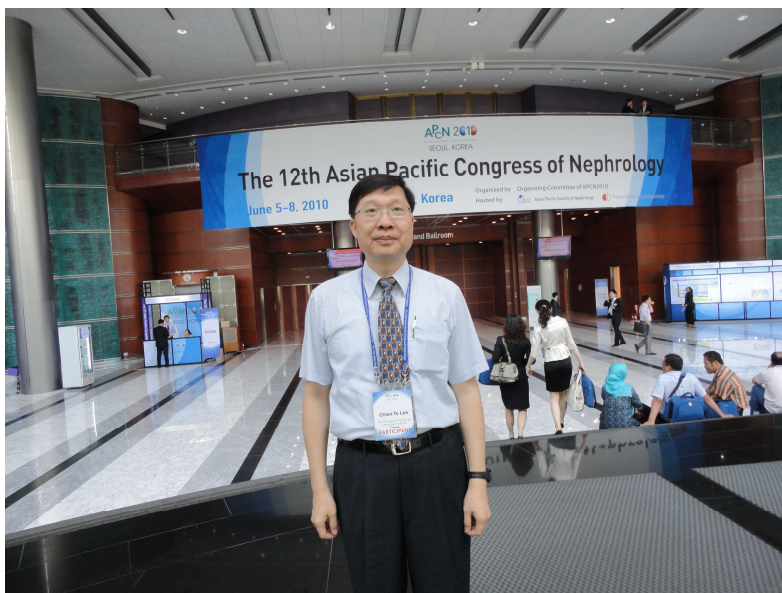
李建德醫師 2010 年參加於韓國首爾舉辦之第 12 屆亞太腎臟年會發表超音波相關論文。
